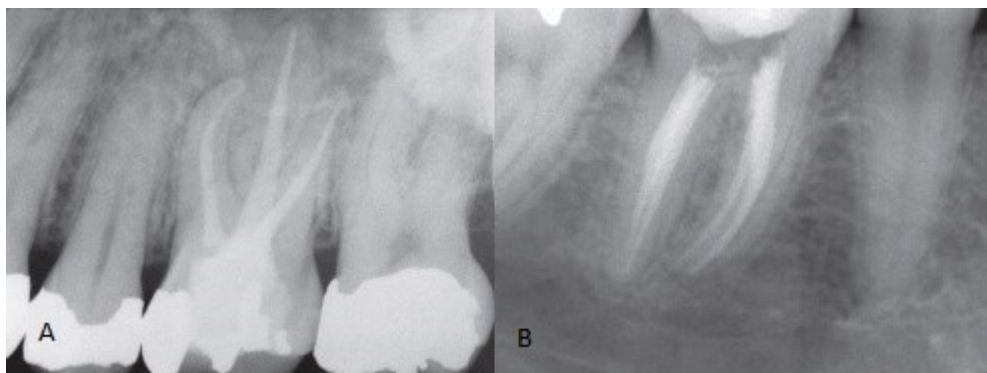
A: Radiografia final de um dente 1.6 com o comprimento e densidade do material obturador adequado. B: Radiografia final de 4.6 com uma obturação adequada. (Retirado de Hargreaves & Berman, 2016)
